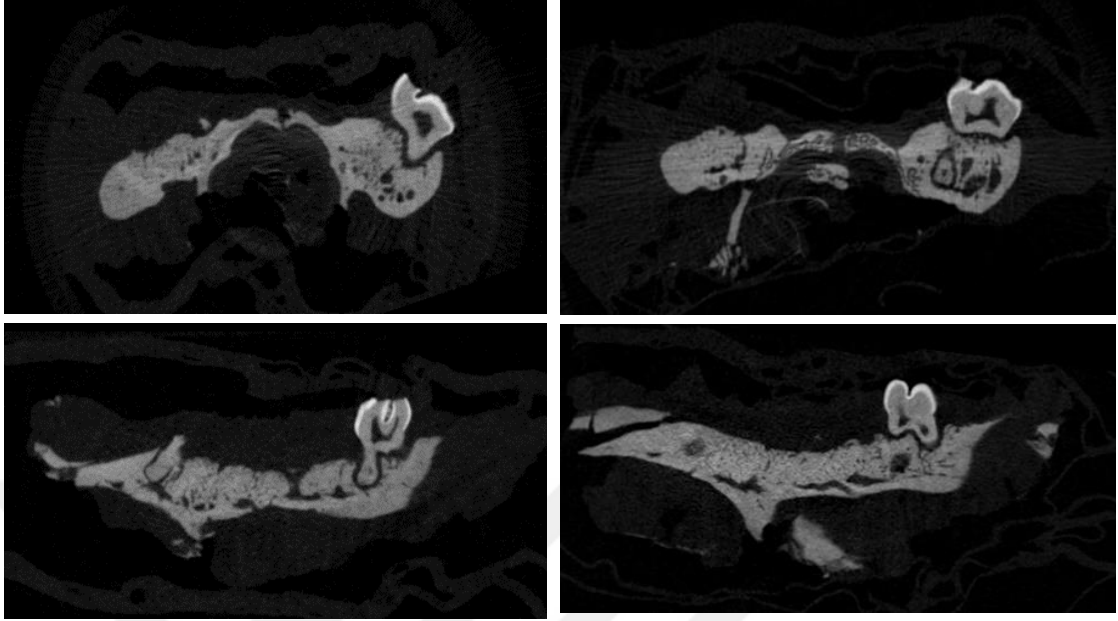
Gel-MA/nHAp grubu 1. ve 2. ay Maksillanın Koronal/ Sagittal Mikro-BT Görüntüleri
